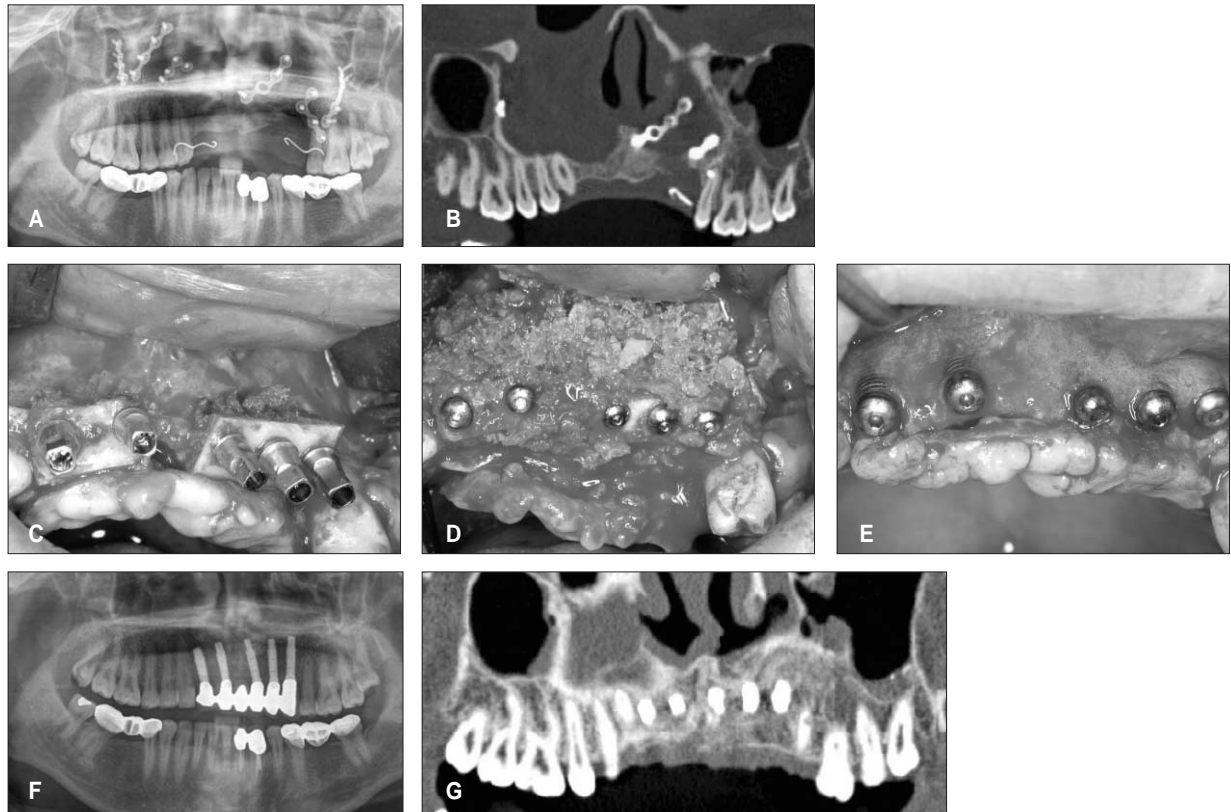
(A & B) Severe alveolar bone loss was observed in the anterior maxilla after facial trauma. (C & D) Implants were placed simultaneously with iliac block and particulate bones. (E) Photograph at second implant surgery. Although the upper one or two threads of implants were partially exposed, the consolidation of grafted bone and osseointegration of implants were successfully gained. (F & G) The follow-up radiographs showing the increase of anterior alveolar bone height.
